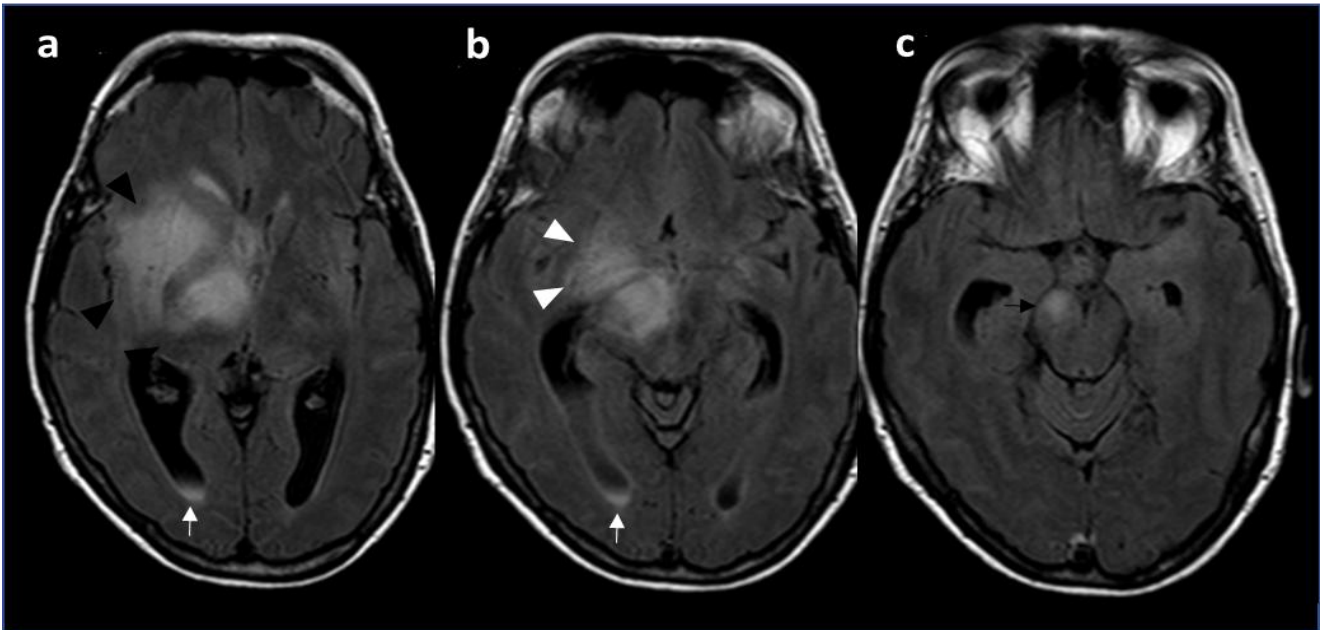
Infiltració de la substància blanca associada al GB. Seqüències FLAIR (a, b i c). S'observen àrees hiperintenses a corona radiata i càpsula externa (caps de fletxa negres) dretes, que descendeixen per la regió hipocampal i parahipocampal anterior (caps de fletxa blancs) i peduncle cerebral ipsilaterals (fletxa negra). Aquesta afectació tradueix invasió del tracte corticoespinal. Addicionalment, es visualitzen signes d'invasió endimèria, amb hiperintensitat de senyal a la banya ventricular occipital dreta (fletxes blanques) (*Elaboració pròpia*).
